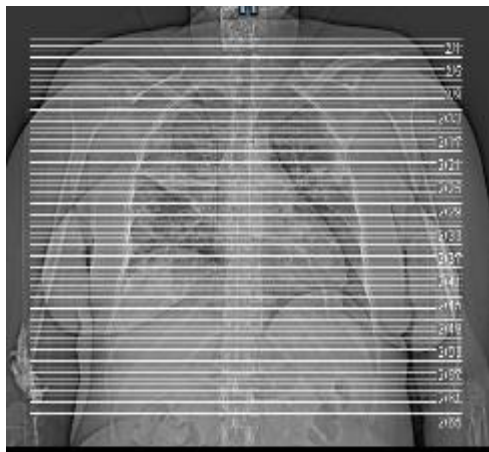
КТ легких от 27.07.2021 г.
